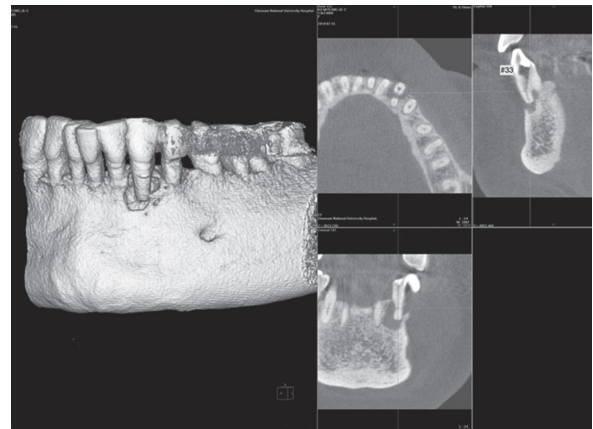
의도적 재식술을 위한 CBCT 촬영
